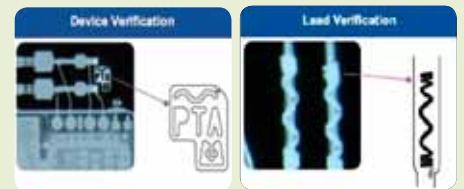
Images provenant d'une radiographie pulmonaire avec un cardiostimulateur Medtronic Advisa MRI System
